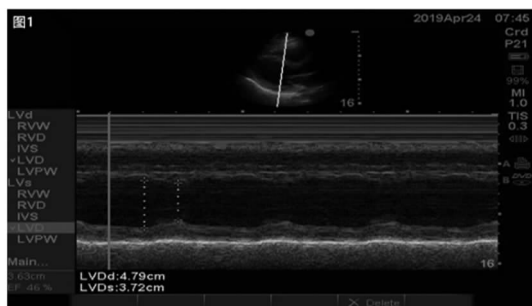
患者 ECMO 治疗第六天心脏超声测量 EF 值
